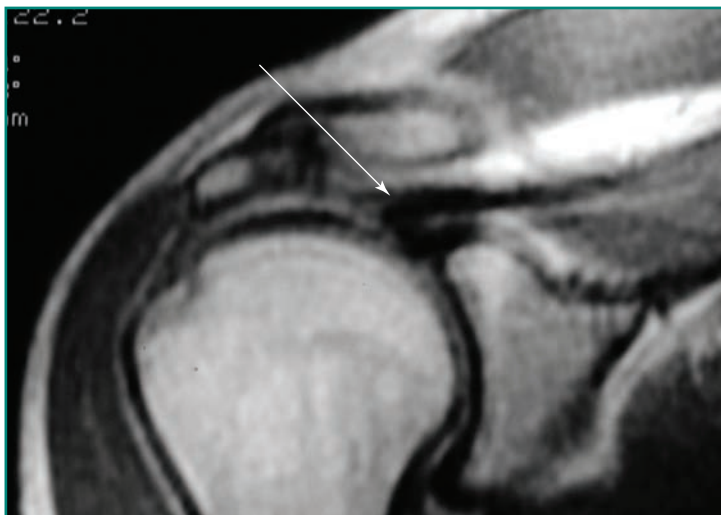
Imagen de una resonancia magnética que muestra una lesión del tendón del supraespinoso con retracción (*flecha*) hasta el reborde glenoideo.
